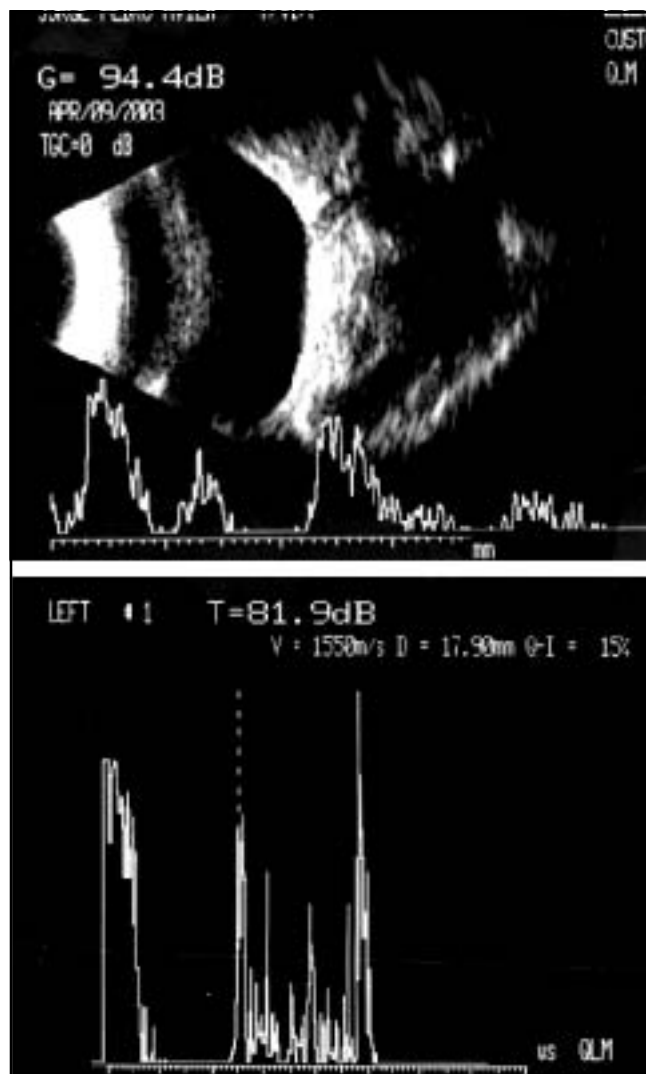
Ecografía modo B y A: se aprecia aumento de los espacios entre los septos, lo cual es signo de sangrado recurrente.
